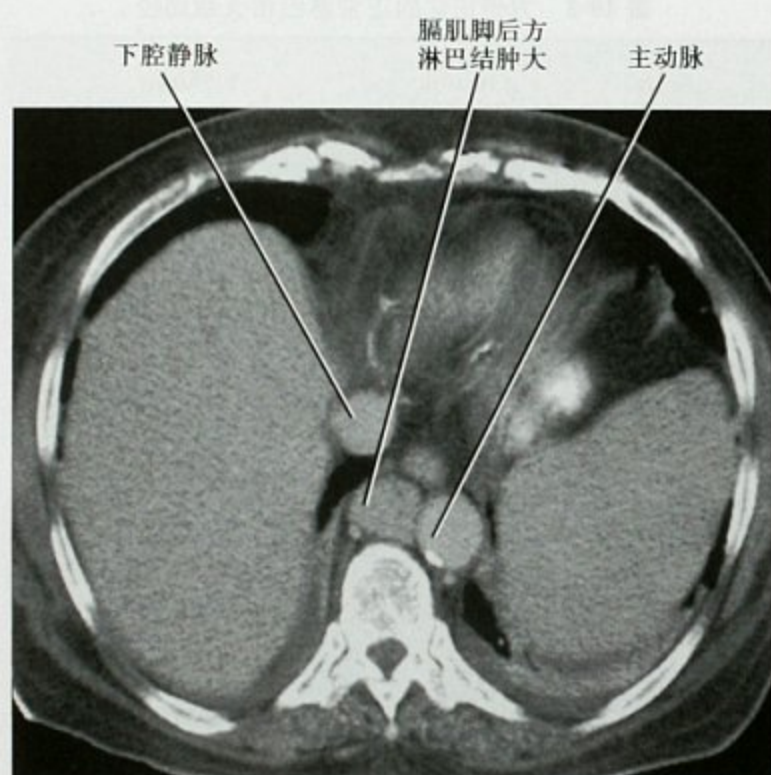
增强 CT 横断面显示膈肌脚后方淋巴结肿大
